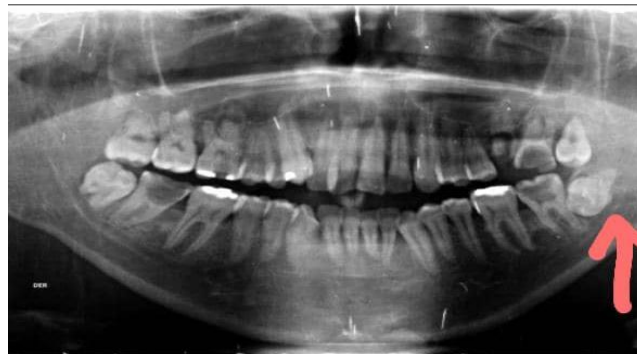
Radiografía panorámica paciente 1. Recolección de Díaz y Suárez, 2022.
